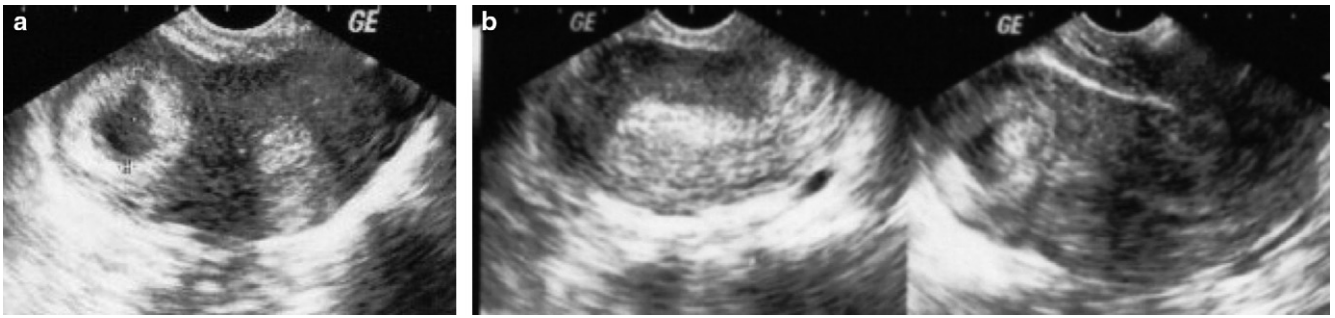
Même patiente. Échographie pelvienne réalisée par voie endovaginale deux ans plus tard dans un contexte d'aménorrhée et de douleurs pelviennes droites. a. Sac gestationnel non embryonné de cinq semaines d'aménorrhée localisé au niveau de la corne utérine droite ; b. Endomètre hyperéchogène décidualisé (à gauche). Sac gestationnel à distance de la ligne cavitaire utérine (à droite).
